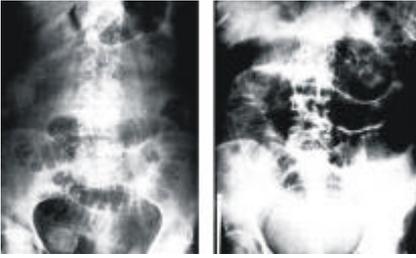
Las radiografías ilustran obstrucción mecánica de intestino delgado por un cálculo biliar radioopaco y aire en las vías biliares
